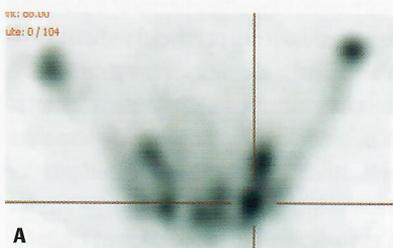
Cintigrafia óssea, com estudo tomográfico - SPECT - da bacia/A. Estudo de fusão - SPECT/TC - da bacia
